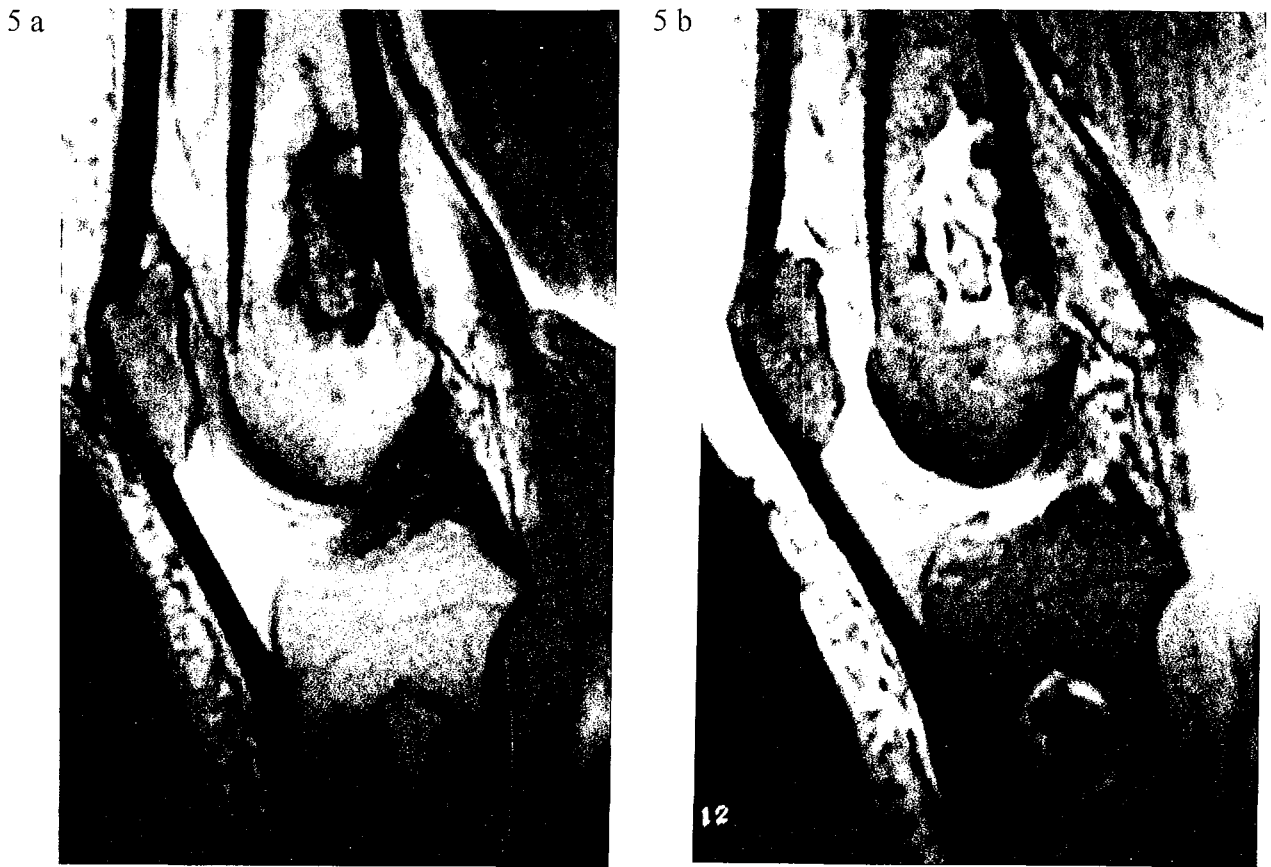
Infarctus osseux métaphyso-diaphysaires de l'extrémité distale du fémur et proximale du tibia. Aspect en IRM, en séquence pondérée en T1 (Fig. 5 a) et T2 (Fig. 5 b).
